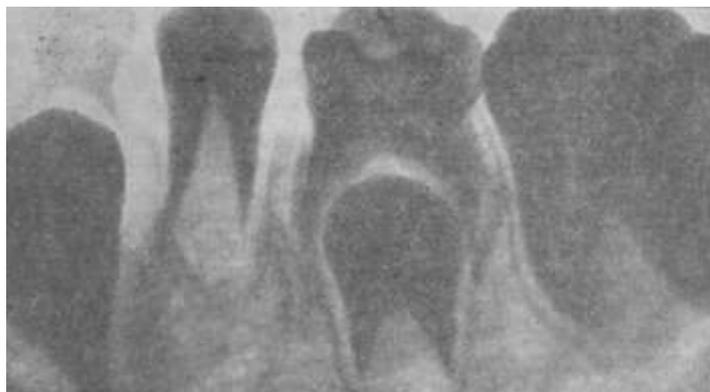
Рентгенограмма бокового отдела нижней челюсти справа больной 9 лет. Отсутствует \overline{IV} зуб (удален в раннем возрасте), преждевременное прорезывание $\overline{4}$ зуба.
